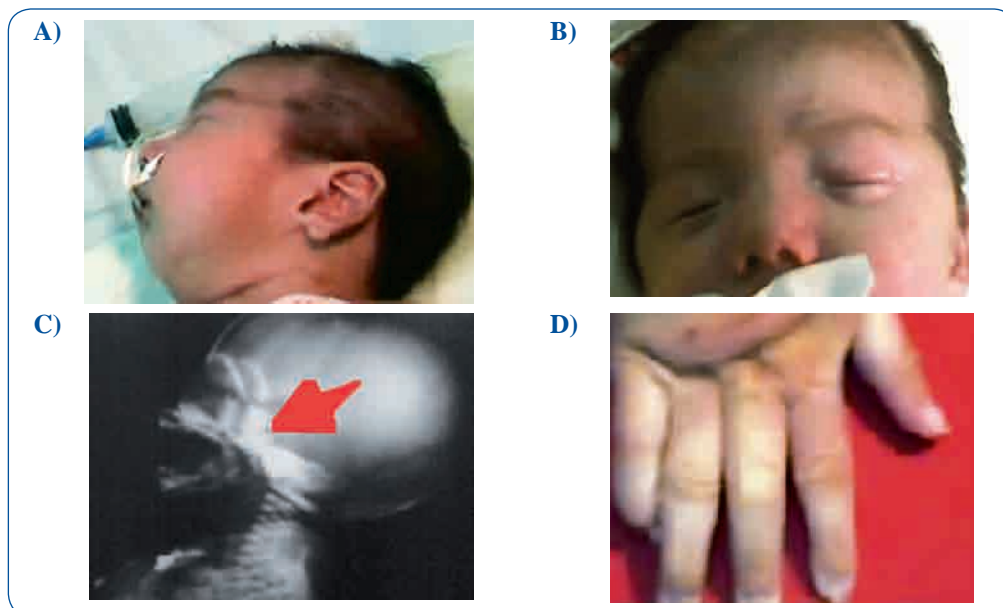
Figura # 1. A) Se observa: micrognatia relativa, oreja displásica, rotada hacia atrás, hipoplasia de lóbulos de la orejas. B) Fisuras palpebrales cortas, oblicuas hacia abajo, nariz recta con hipoplasia de alas nasales. C) Radiografía lateral de cráneo, se observa la platibasia, posición anómala baja de la silla turca y micrognatia D) Aracnodactilia y pulgar aducto
